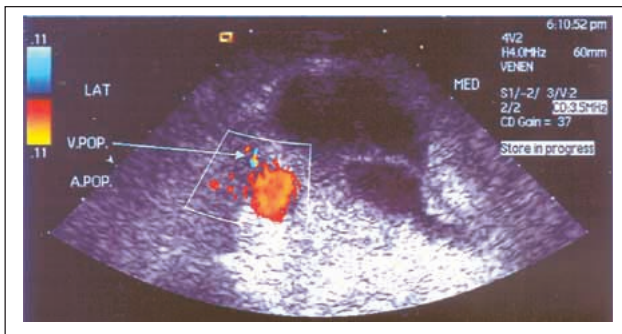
Farbkodierte Duplexsonographie einer großen Baker-Zyste im Bereich des rechten Kniegelenkes im Querschnitt.
